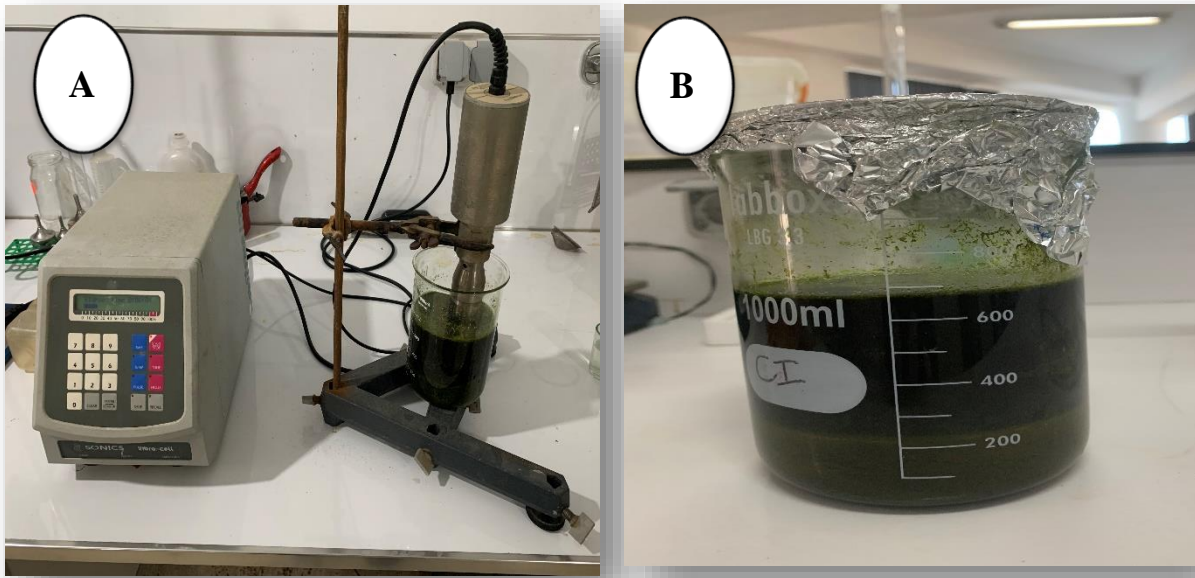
Etape d'Ultrason (A) et macération (B) (photos originales, 2025)
